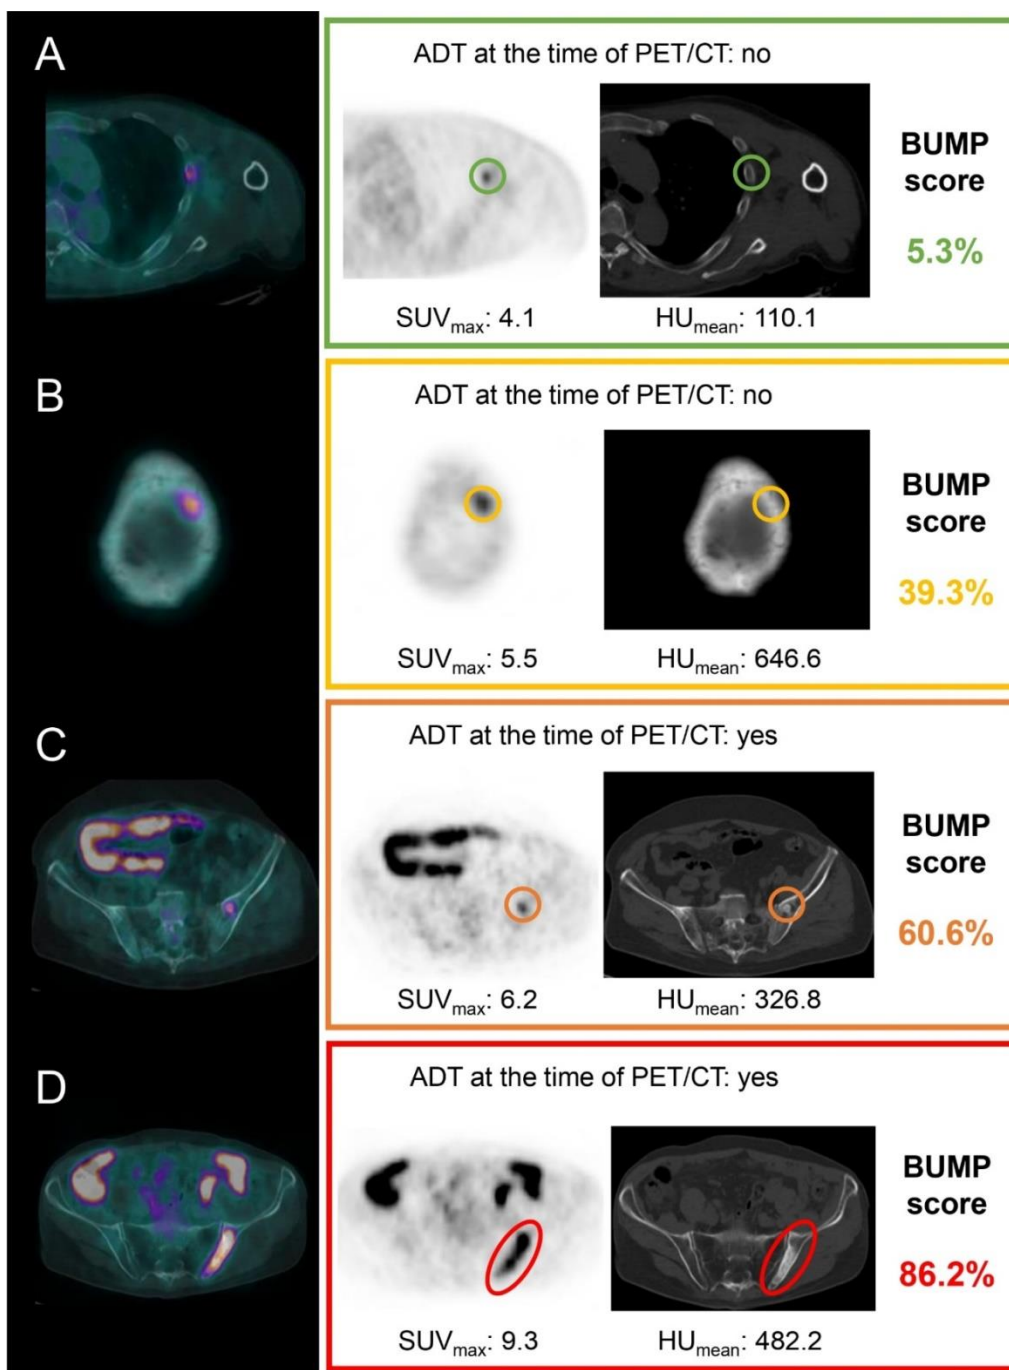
Esempi emblematici di captazioni ossee di [18F]PSMA-1007, le quali hanno probabilità differenti di essere metastasi ossee in base ai risultati del BUMP score.
